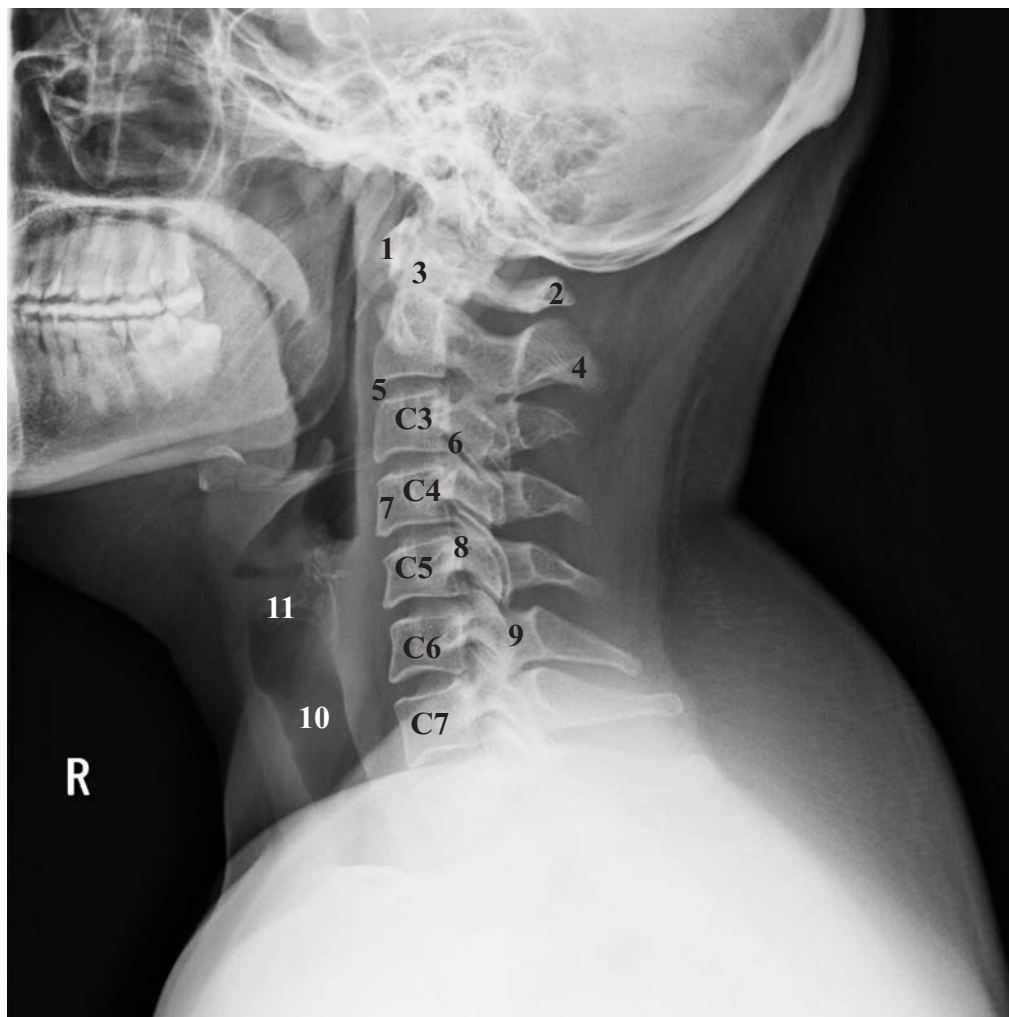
Radiografie de profil a coloanei vertebrale cervicale
